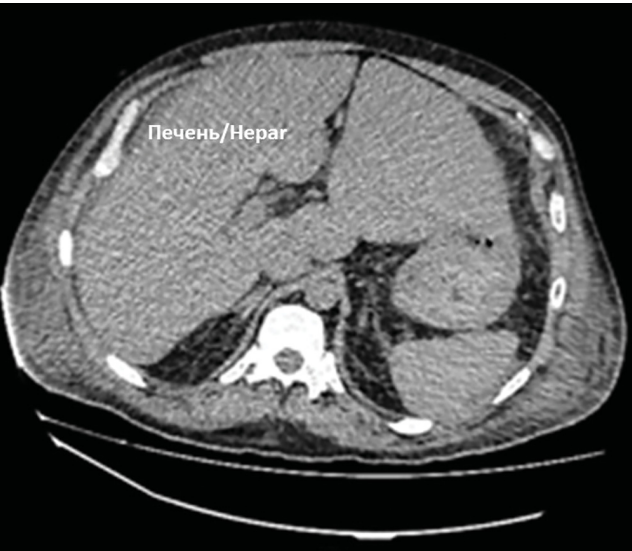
Компьютерная томография органов брюшной полости: гепатомегалия
